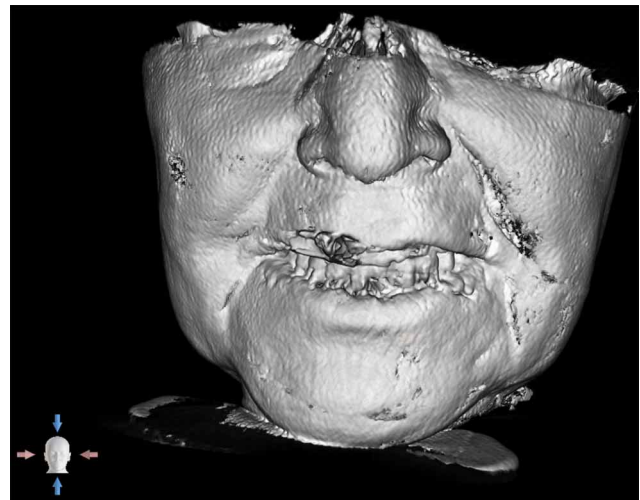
Reconstrucción Volumétrica (VR) tejidos blandos de CBCT con sonrisa forzada.
